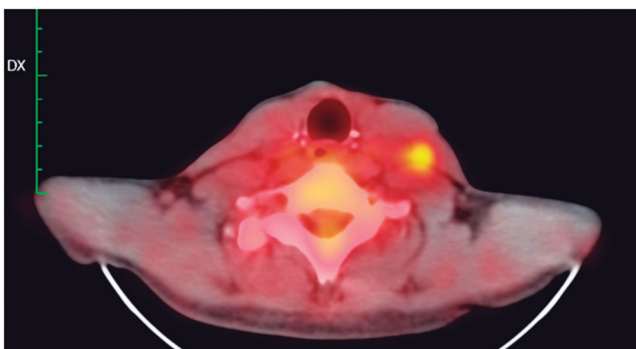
El PET con 18FDG muestra la captación marcada de la adenopatía a la izquierda, confirmando la naturaleza maligna.
